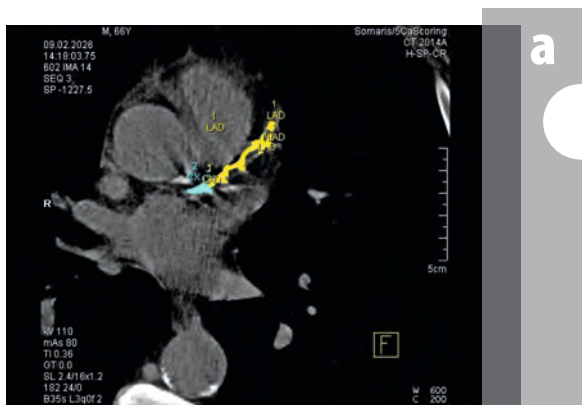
66-jähriger Patient mit gut eingestellter arterieller Hypertonie und einem Nikotinkonsum von ca. 5 Zigarren/Jahr (!). Das Kardio-CT zeigt eine erhebliche kalzifizierte koronare Plaquelast, vor allem im Bereich des Ramus interventricularis anterior (LAD, gelb), aber auch im Bereich des Ramus circumflexus (CX, türkis). Neben dem CX sieht man eine Plaque in der Aortenwand (weiß), die von der Berechnung des koronaren Kalkscores ausgeschlossen werden muss. Bei einem Kalkscore von 1.149,5 liegt definitiv ein KHK-Äquivalent vor, sodass eine lipidsenkende Medikation aus prognostischen Gründen – unabhängig vom Ausgangswert des LDL-Cholesterins – dringend indiziert ist. Als Zielwert sollte dann leitlinienorientiert ein LDL-Cholesterin < 55 mg/dl angestrebt werden.
